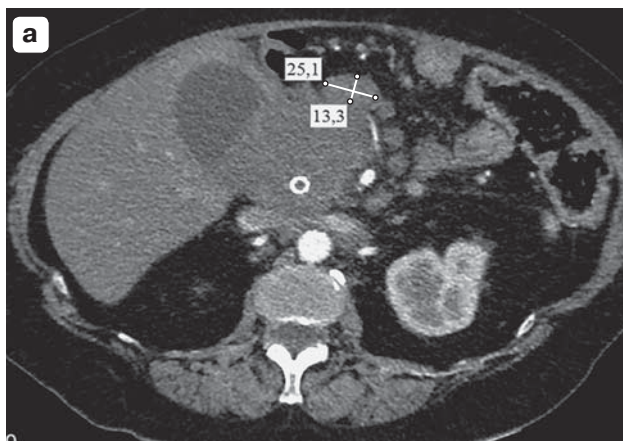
Компьютерные томограммы, аксиальные срезы. а – артериальная фаза; б – венозная фаза, визуализируется объемное образование головки поджелудочной железы с распространением на прилегающую паренхиму печени, по передней поверхности от образования определяется вторично измененный лимфатический узел.
